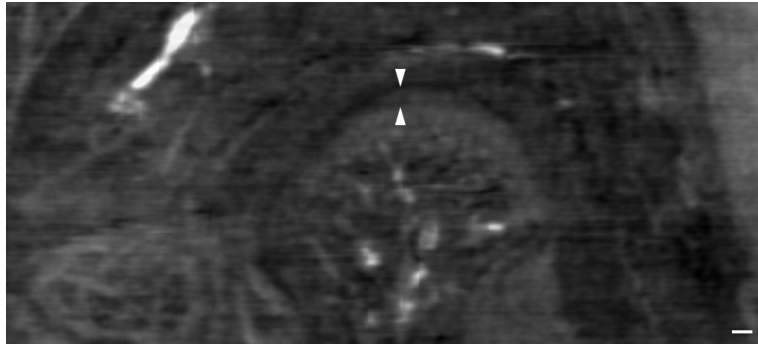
DEI CT による顎関節の屈折像 画像上における解剖学的構造を示す。
